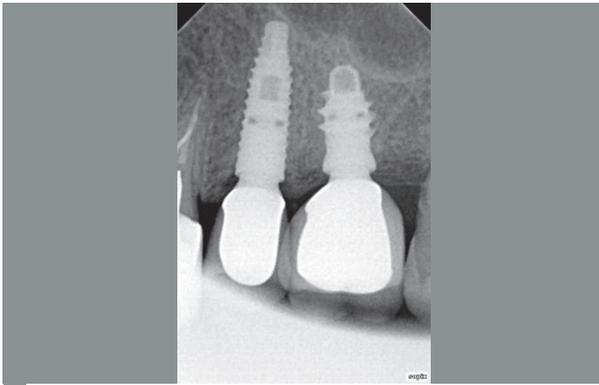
Radiografia a distanza di quasi due anni dall'inserimento implantare che evidenzia l'eccellente osteointegrazione dell'impianto
